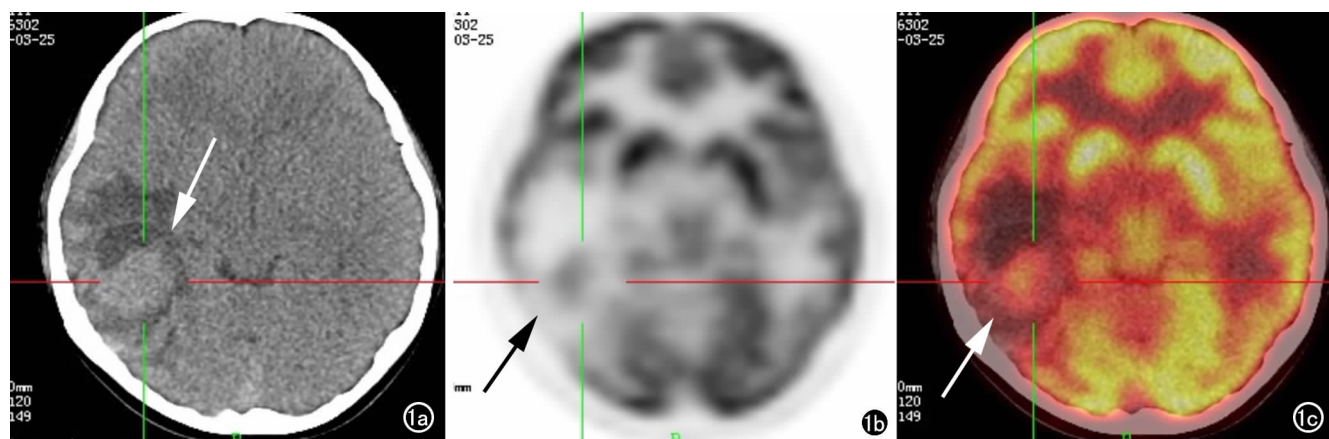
男,11岁,右颞胶质母细胞瘤(WHO IV)。a)CT平扫见右颞叶软组织团块影,密度尚均匀,CT值约45HU,肿块大小约30mm×21mm,周围见低密度水肿带;b)PET示肿块FDG摄取增高,分布欠均匀,勾画ROI后的SUVmax=3.8;目测法评分2分;c)融合图像提示肿块定位准确,FDG分布呈偏心性分布,水肿带见放射性分布稀疏。
